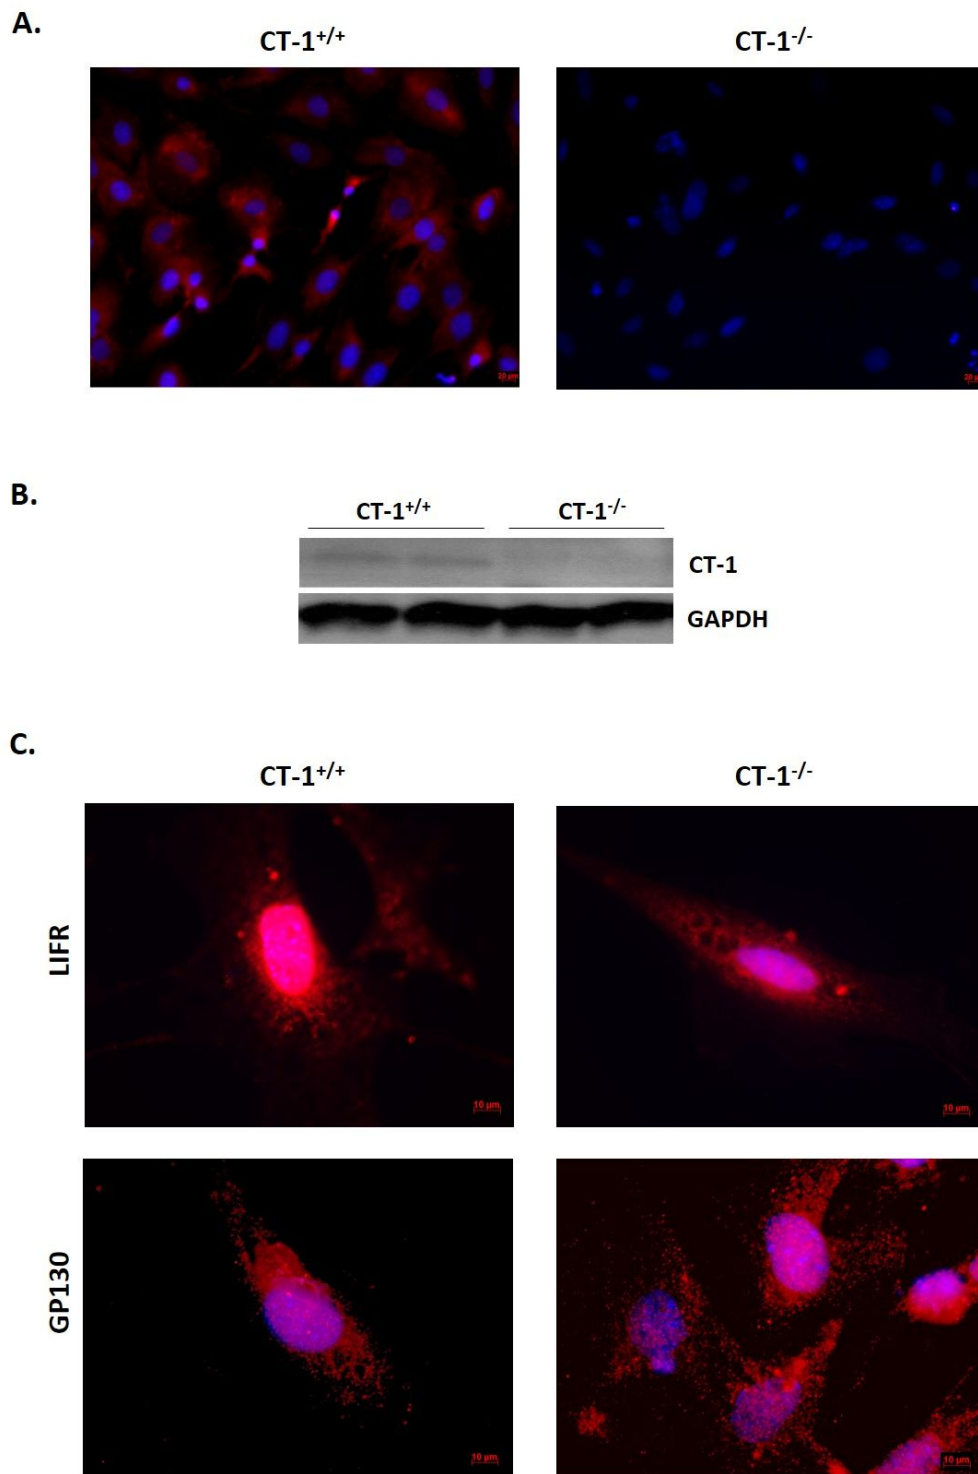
Análisis de la expresión de CT-1, GP130 y LIFR en miofibroblastos renales CT-1^{+/+} y CT-1^{-/-}. A. Inmunofluorescencia de CT-1. Magnificación original: 200X; barra= 20 μ m. B. Expresión de CT-1 analizada por western blot; utilizamos GAPDH como control de carga. C. Inmunofluorescencia de GP130 y LIFR. Magnificación original: 630X; barra= 10 μ m. CT-1: cardiotrofina-1, GP130: glicoproteína 130, LIFR: receptor de LIF.
